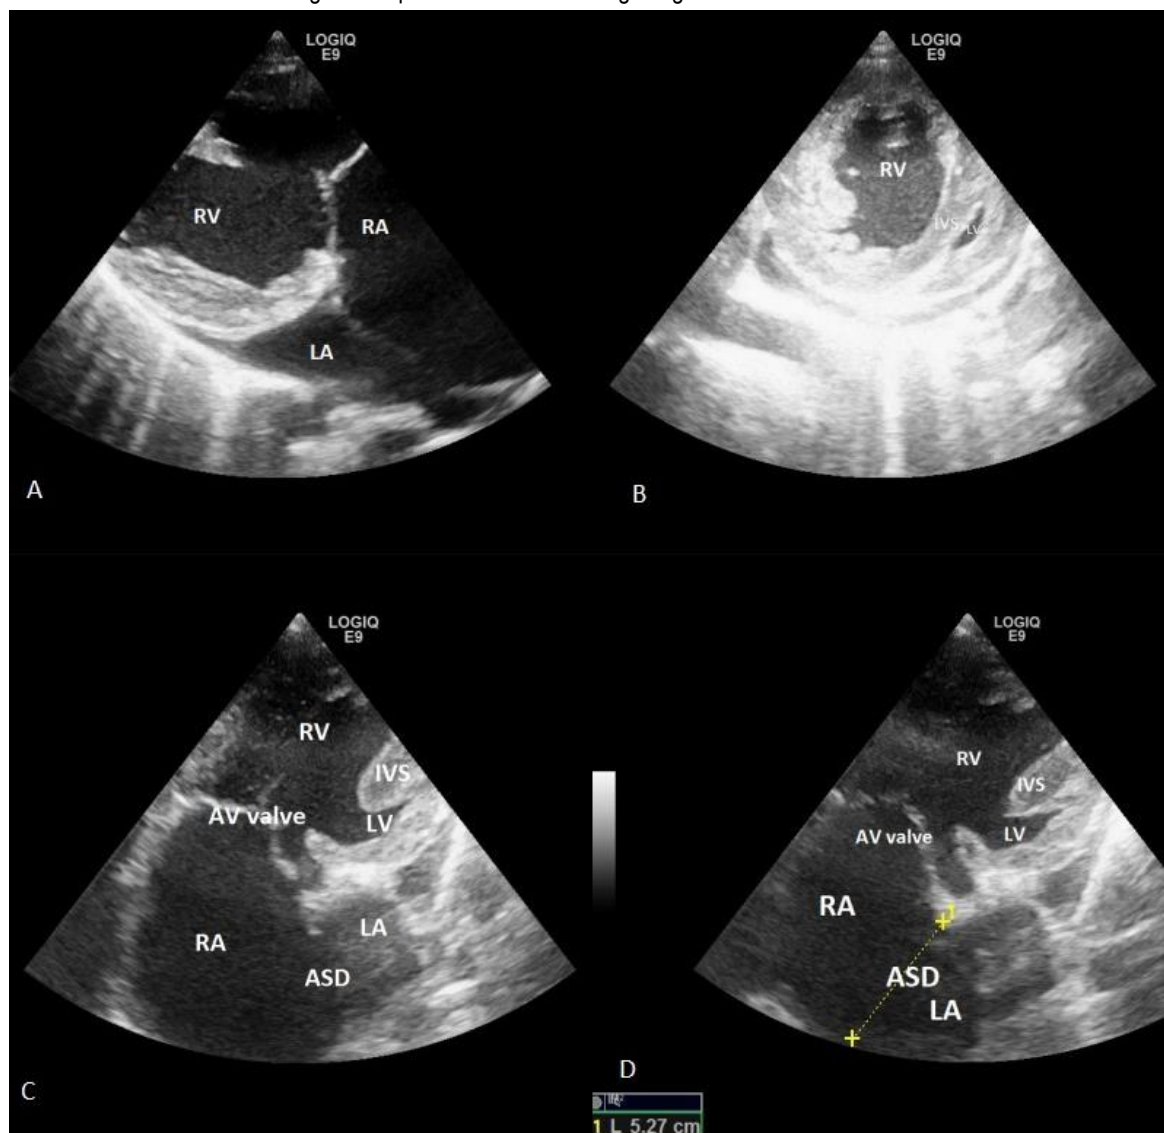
Echocardiography.
